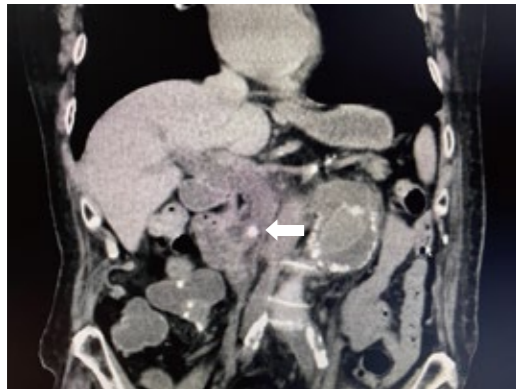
単純CTで7mm大の総胆管結石(矢印)を認める。
